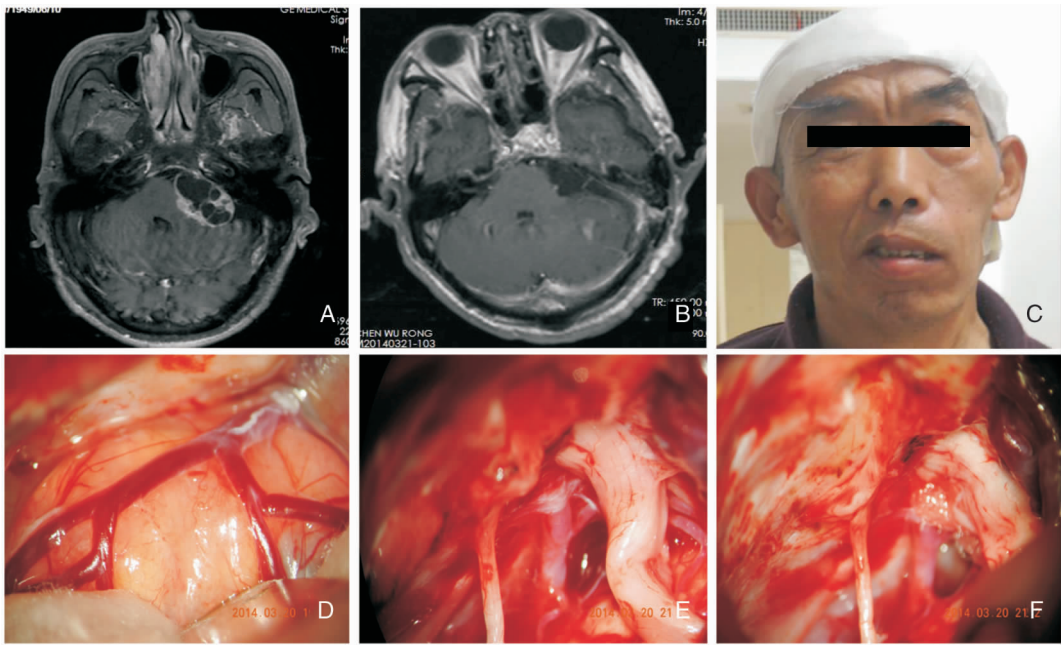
1例术中发现神经血管压迫的听瘤术前术后MRI,术中所见及术后面神经功能 A:左侧听瘤术前MRI(T1增强);B:左侧听瘤术后MRI(T1增强);C:术后面神经功能;D:肿瘤切除前;E:肿瘤全切除后见责任血管;F:切除肿瘤后行MVD
